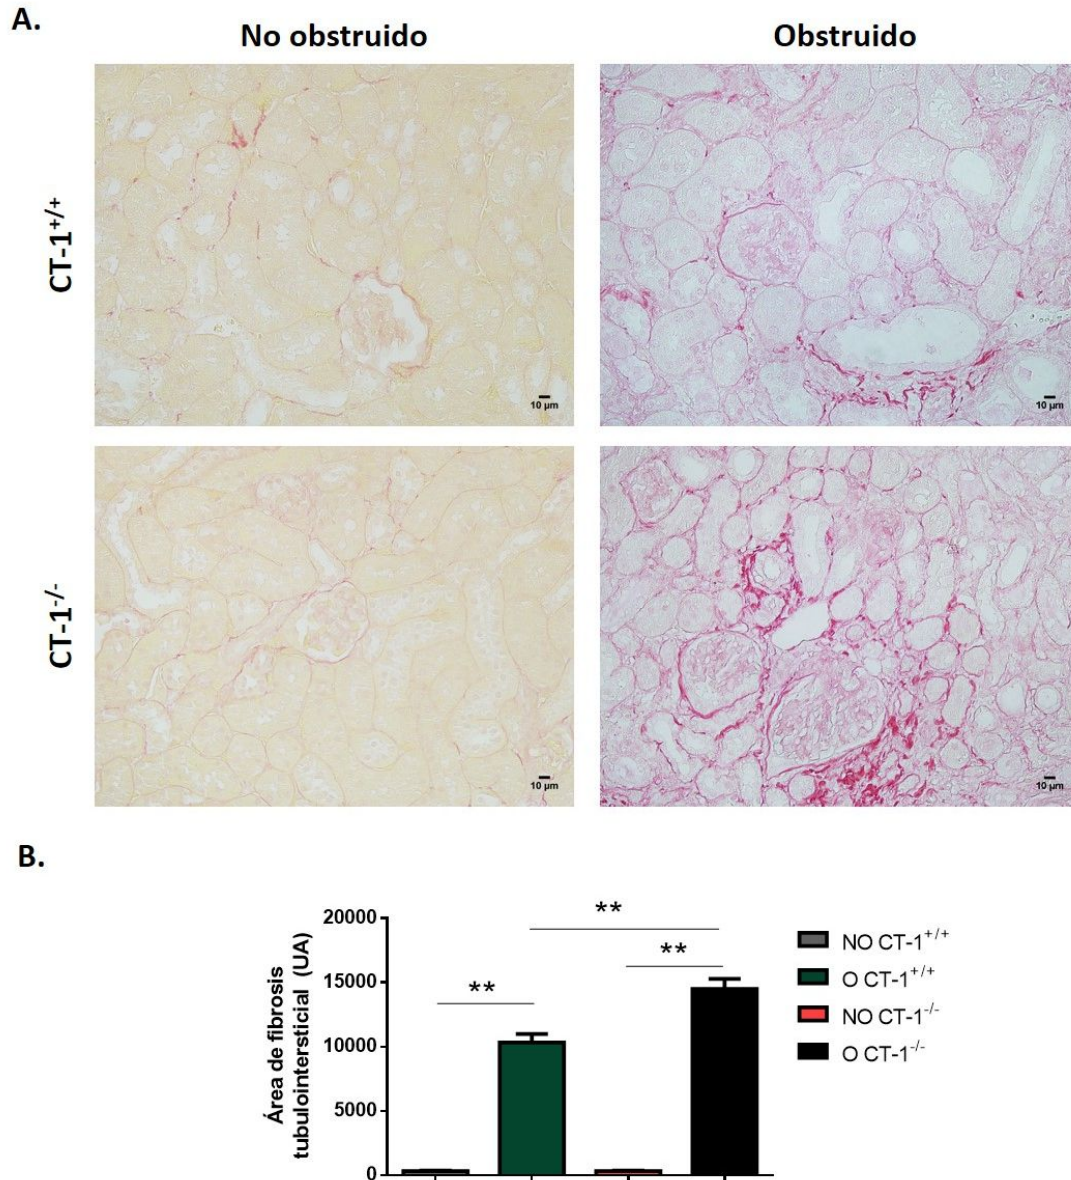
Análisis del grado de fibrosis tubulointersticial mediante tinción con Rojo Sirio tras 15 días de obstrucción. A. Imágenes representativas de tinción con Rojo Sirio en riñones O y NO de ratones CT-1^{+/+} y CT-1^{-/-}. B. Cuantificación del área de fibrosis tubulointersticial evaluada con la tinción de Rojo Sirio. Los datos representan la media \pm error estándar de la media. CT-1^{+/+} NO (n=6), CT-1^{+/+} O (n=6), CT-1^{-/-} NO (n=6), CT-1^{-/-} O (n=6). Test estadístico: ANOVA de una vía.  p<0,01 con respecto a los grupos indicados por las líneas. Magnificación original: 400X. CT-1: cardiotrofina-1, NO: no obstruidos, O: obstruidos, UA: unidades arbitrarias.
